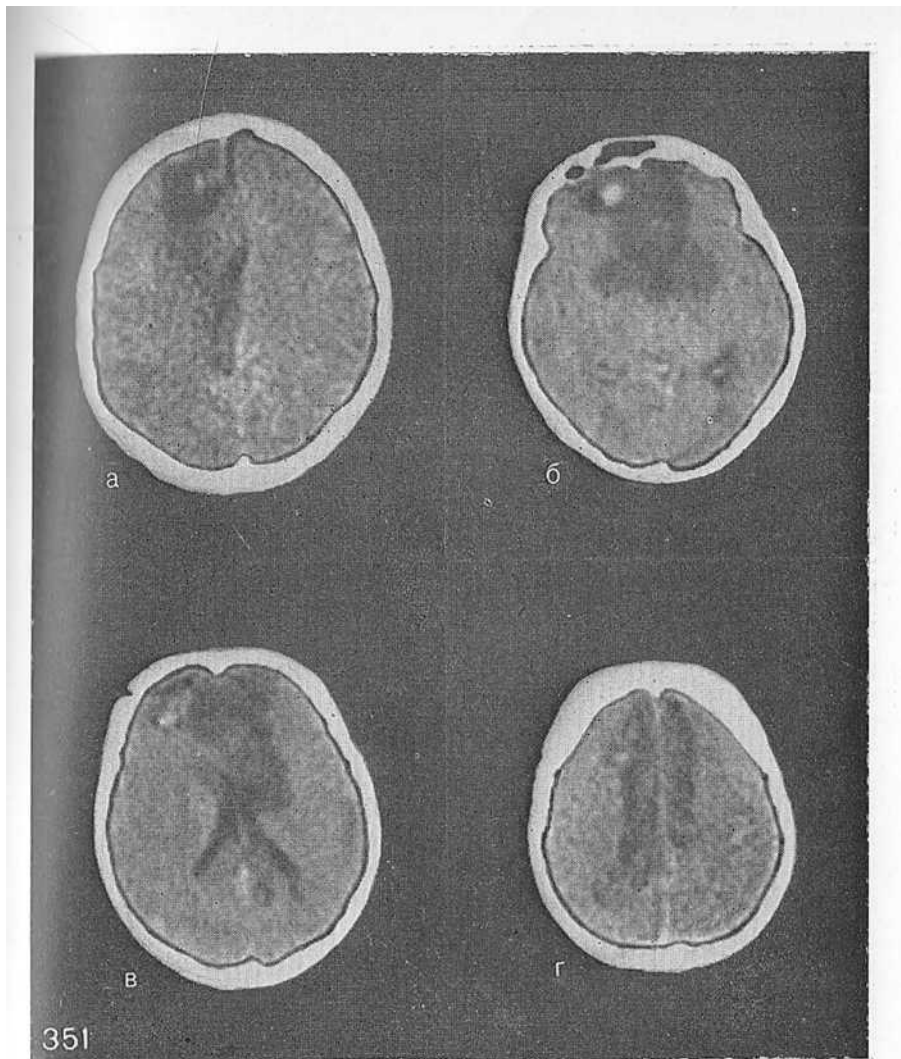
Ишемический инфаркт бассейна передних мозговых артерий после клипирования их во время операции (серия томограмм — а, б, в, г).
